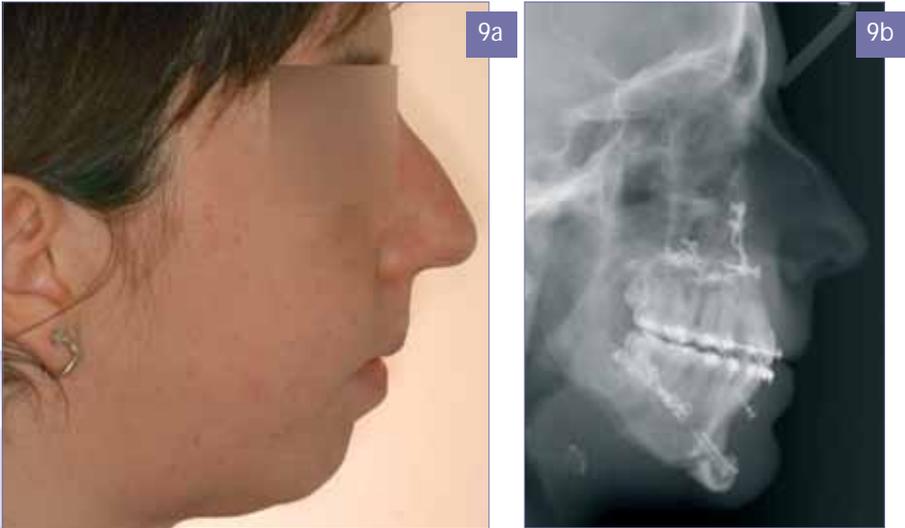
Perfil facial y telerradiografía después del TMD.
